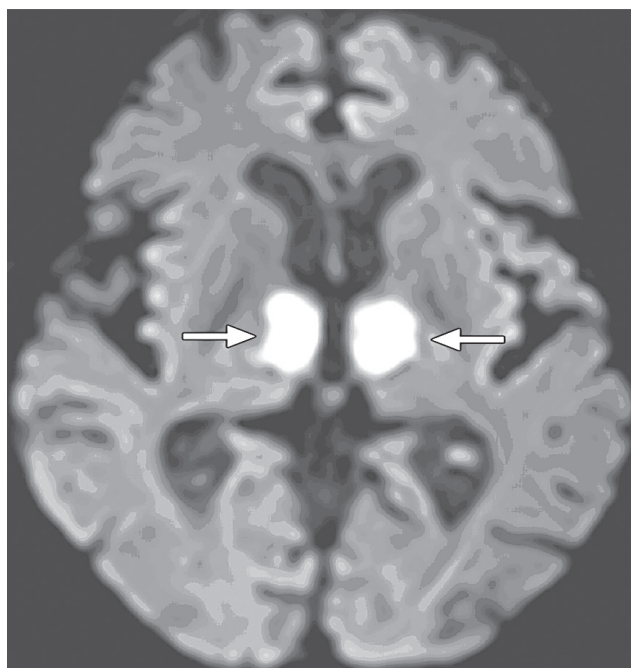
Диффузионно-взвешенное МРТ: гиперинтенсивные очаги (стрелки) в парамедианной области таламуса [27]
